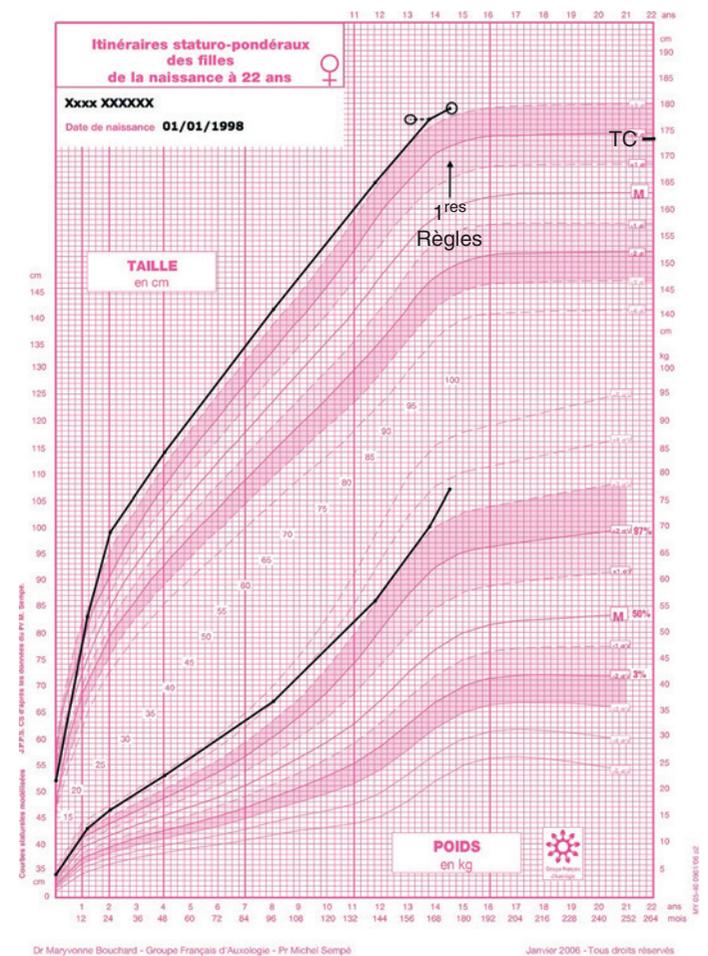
Courbe de croissance d'une enfant consultant à l'âge de 13 ans et demi, inquiète de son pronostic statural. Le bilan endocrinien est normal. Il n'y a pas d'argument pour une cause syndromique génétique. Le diagnostic retenu est une grande taille constitutionnelle. Son âge osseux est de 13 ans, laissant augurer un pronostic statural à 185 cm. À l'âge adulte, la taille va finalement être légèrement inférieure. Aucun traitement freinateur n'est proposé. TC: taille cible.
